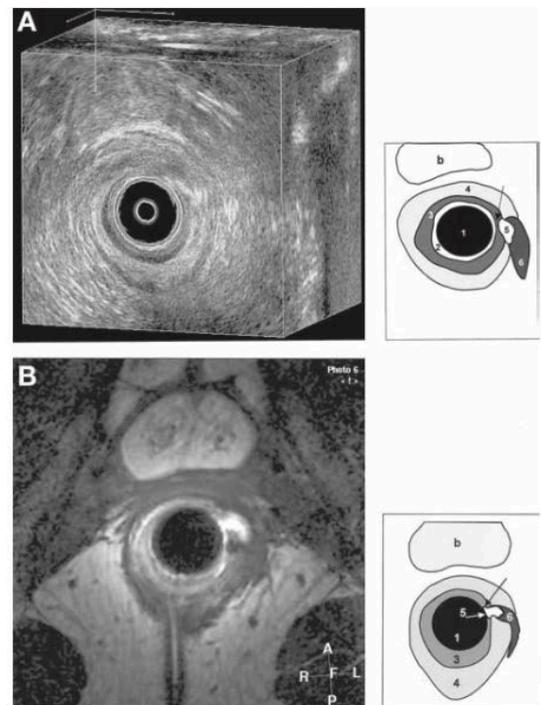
(A) Sonografía endoanal mostrando fístula transesfintérica. (B) Resonancia magnética.
